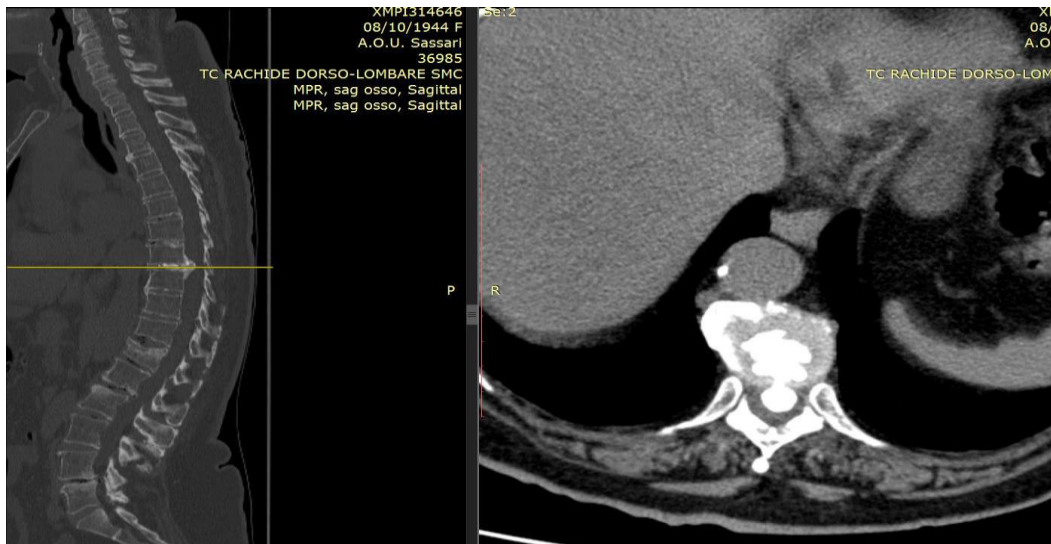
TC rachide dorso-lombo-sacrale
